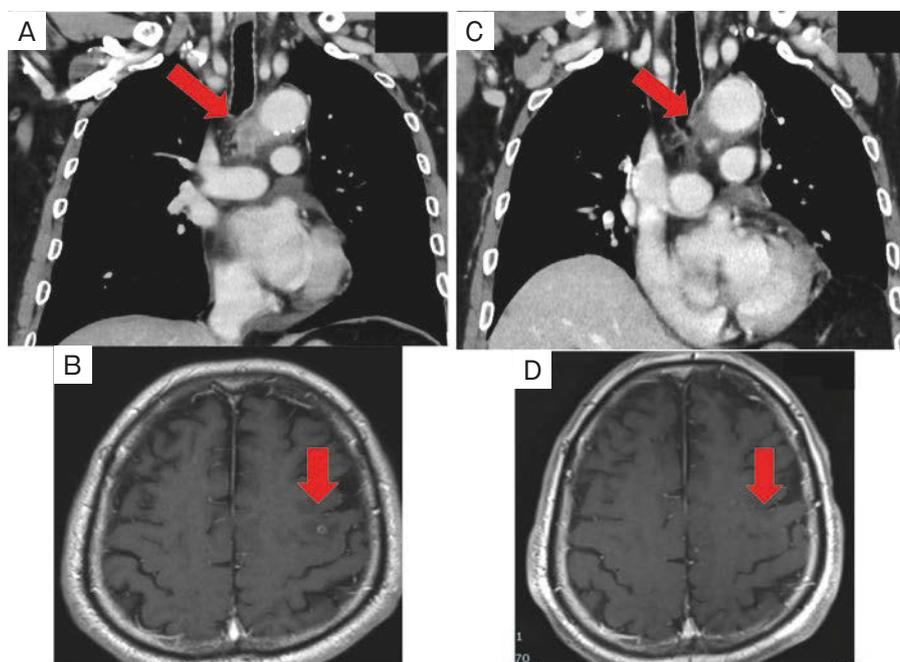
Imaging findings before and after pembrolizumab therapy. (A) Chest computed tomography (CT) before pembrolizumab therapy showed recurrence had occurred in the left paratracheal lymph node (arrow). (B) Brain contrast-enhanced MRI before pembrolizumab therapy showed a high-intensity tumor in the left parietal lobe (arrow). (C) Chest CT after pembrolizumab therapy showed that the left paratracheal lymph node had almost disappeared (arrow). (D) Brain contrast-enhanced MRI after pembrolizumab therapy showed that the high-intensity tumor in the left parietal lobe had disappeared (arrow).
